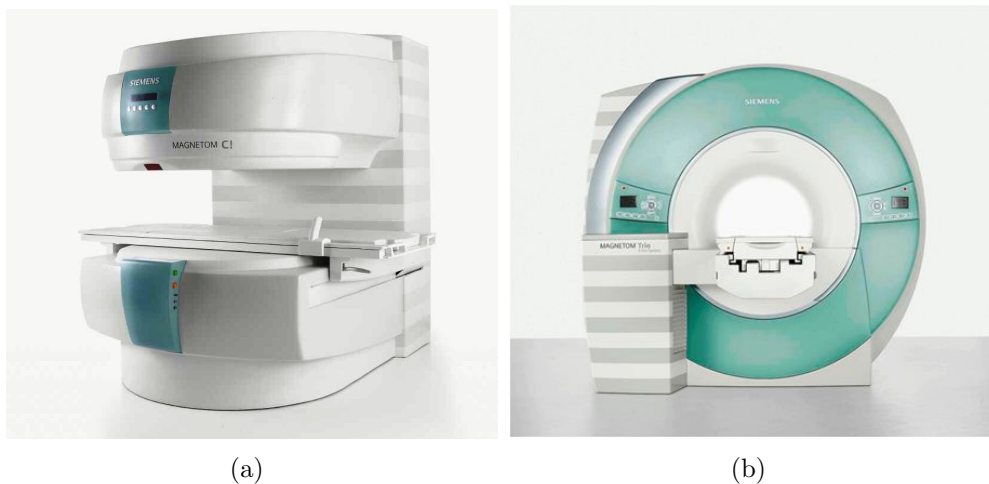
Diferentes configurações de magnetes. Imagens de dois sistemas de RM Siemens Magnetom[®] (www.medical.siemens.com, acesso em 12/2012). (a) equipamento de ressonância magnética de campo aberto; (b) equipamento de RM de campo fechado.
